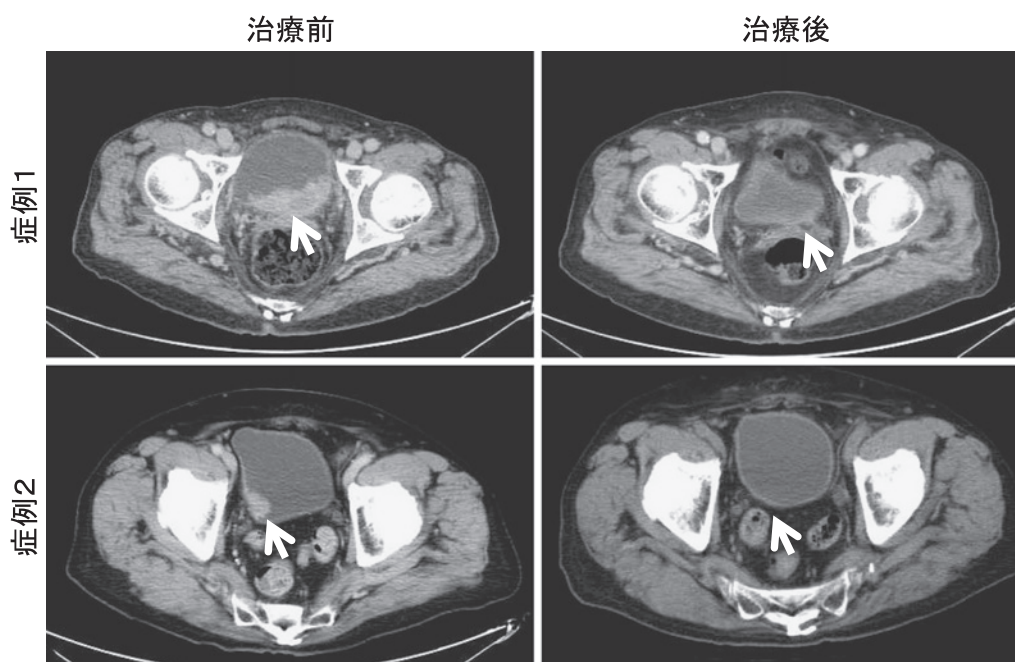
治療前後の CT, 矢印は治療前の膀胱腫瘍部位を示す。両症例とも再発は見られない。
